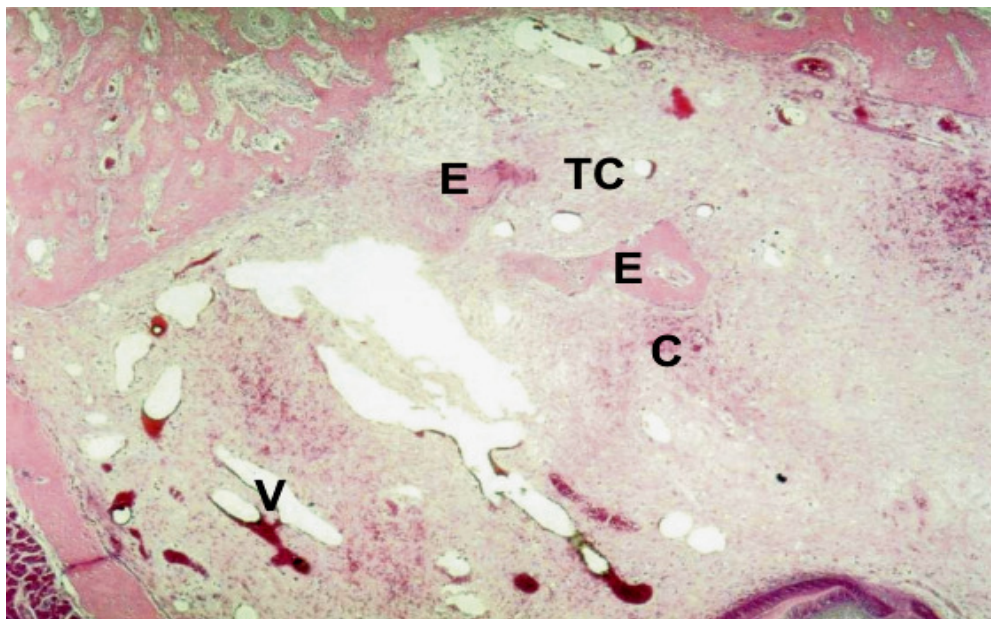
Fotomicrografia da região apical alveolar do grupo IIB. Notar presença de tecido de granulação com extensa área de tecido conjuntivo maduro (TC) contendo vasos sanguíneos neoformados (V). Focos de coágulos (C) em reabsorção ainda aparecem dispersos, porém, aparecem espículas ósseas neoformadas na região mais central do alvéolo (E). Coloração HE. Aumento:  $\pm$  56X.
